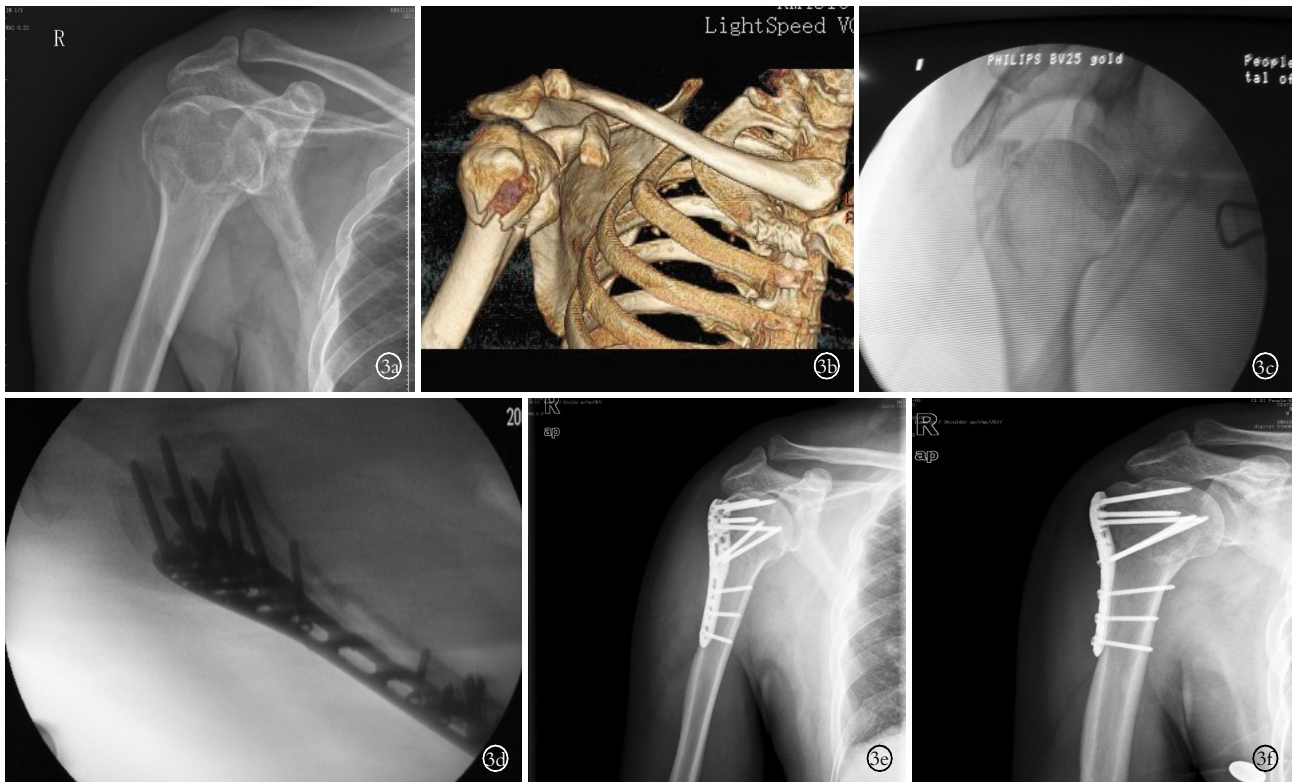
患者,男,76 岁,肱骨近端粉碎性骨折 3a. 术前 X 线片 3b. 三维 CT 示检查(前面观) 3c. 术中于手法整复后骨折断端位置良好 3d. 术中钢板固定,透视位置良好 3e. 术后 3 d,X 线片示骨折断端位置良好,固定牢固 3f. 术后 3 个月示骨折已基本愈合
